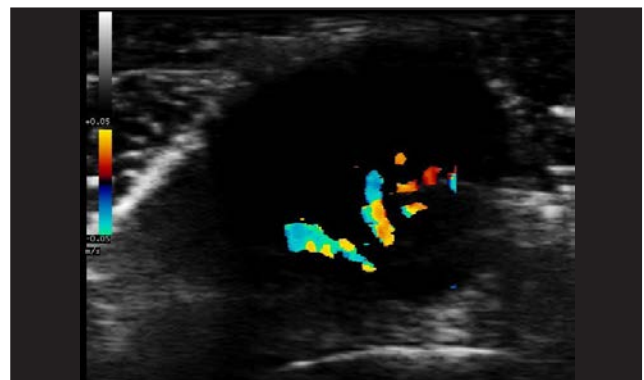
Obsérvese en modo doppler el aumento de neovascularización intratumoral característico.
